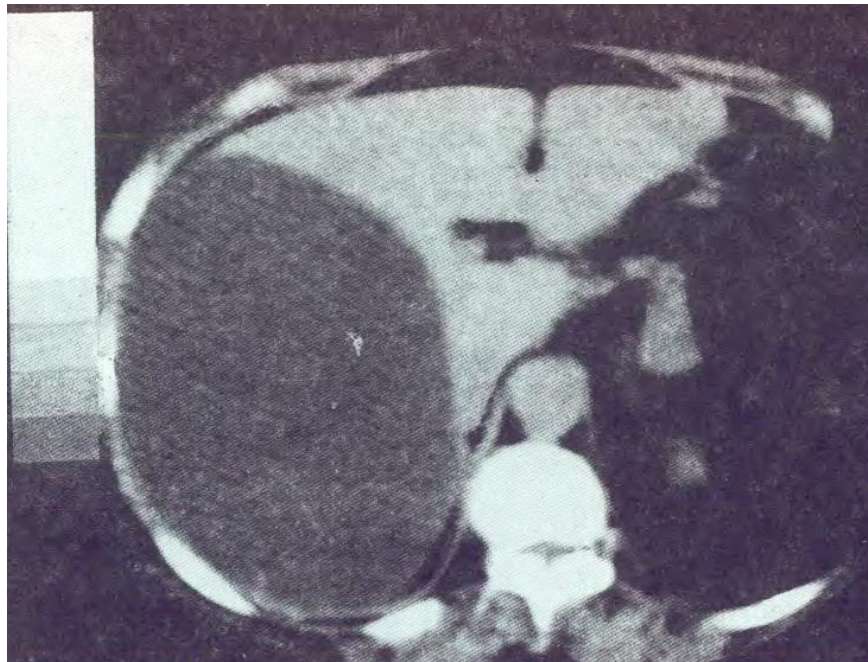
Компьютерная томограмма. Гигантская киста правой доли печени. Неизмененные *внутрипеченочные желчные протоки* без внутривенного введения контрастных веществ методом компьютерной
